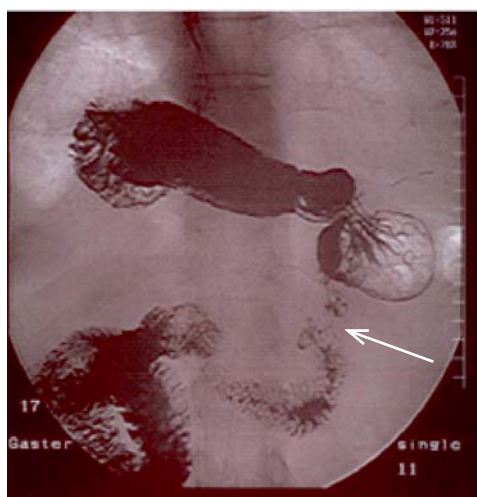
Больной М., 69 лет. ЖКБ (холецистэктомия). Рентгенологическая картина дивертикулов двенадцатиперстной кишки.
